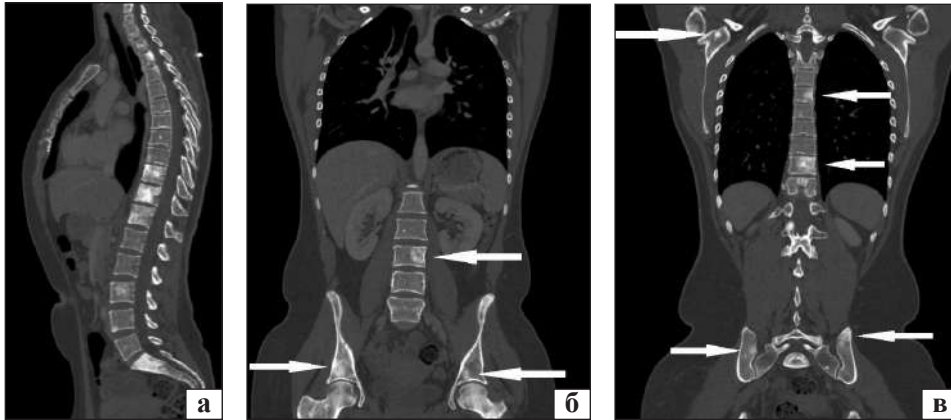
КТ хворої Ш. Визначається множинне остеобластичне пухлинне ураження: а) хребців, б) кісток таза, в) лопатки. Мультицентрична остеосаркома
